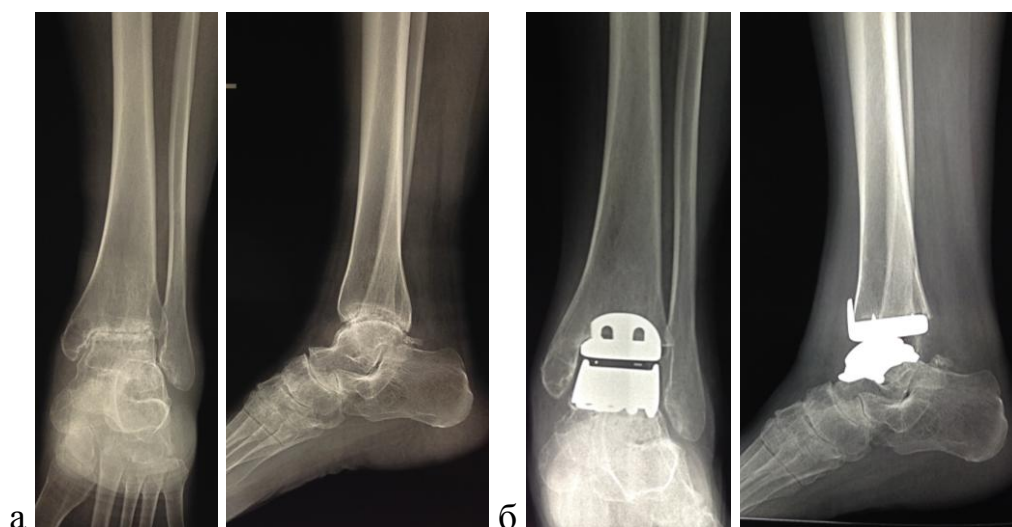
Результаты рентгенологического обследования больной К., 43 лет:
